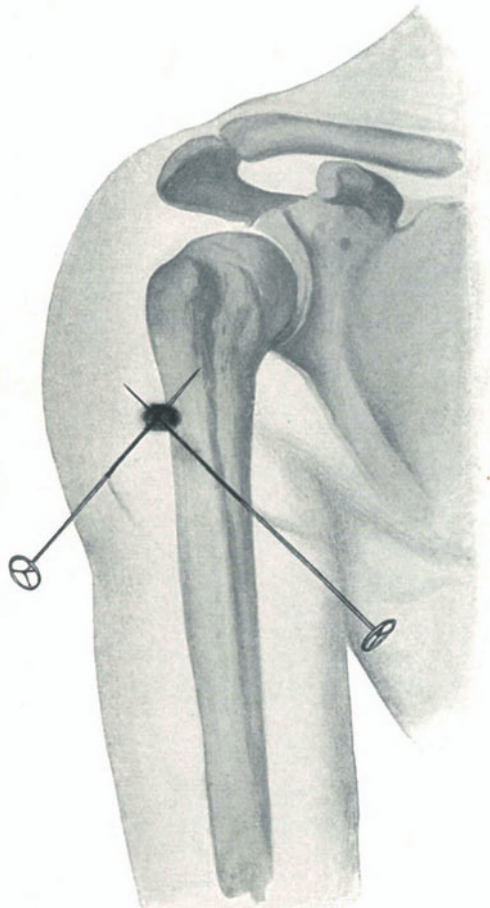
Der Fremdkörper ist vor dem Röntgenschild in zwei Durchleuchtungsrichtungen mit zwei Nadeln angespießt. Er liegt im Kreuzungspunkt der Nadeln.
